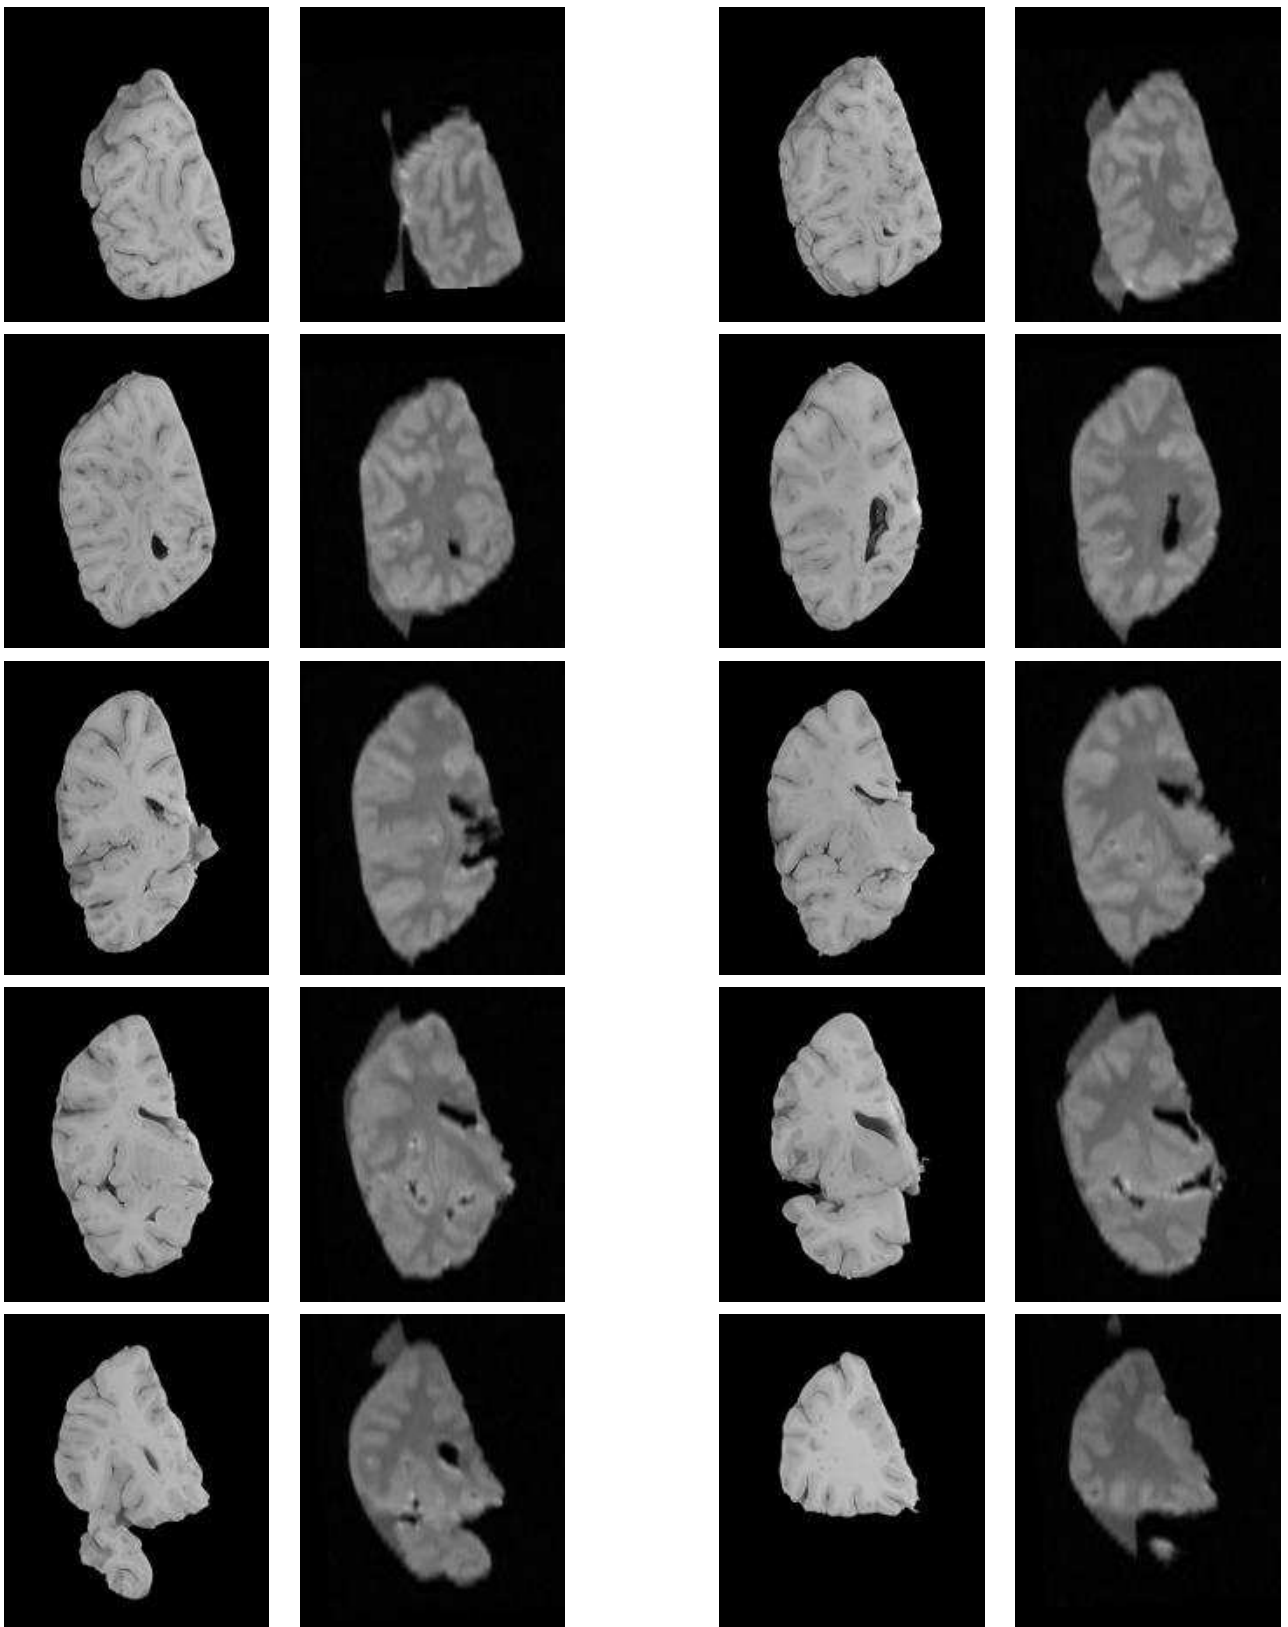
Recalage affine de l'image IRM pondérée en DP avec les coupes optiques du même individu. On représente la coupe IRM 2D rééchantillonnée correspondant à chaque coupe optique (face antérieure).
